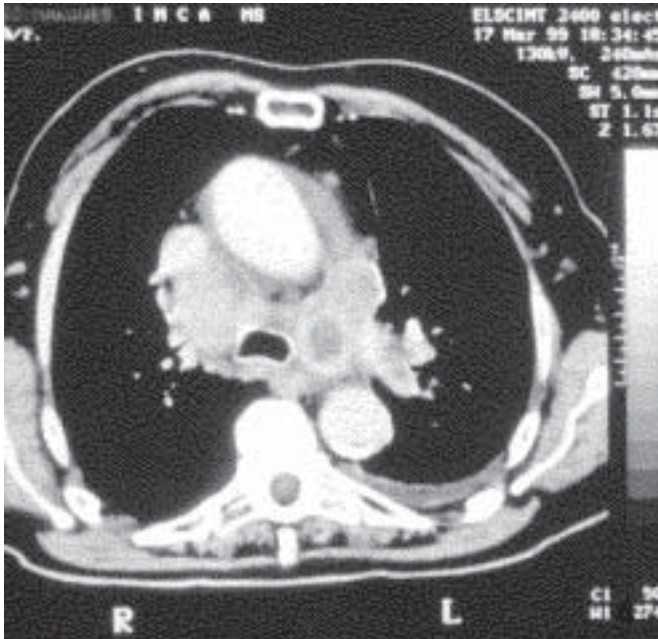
Imagem de TC no plano axial apresentando adenomegalias metastáticas no mediastino, bilateralmente
